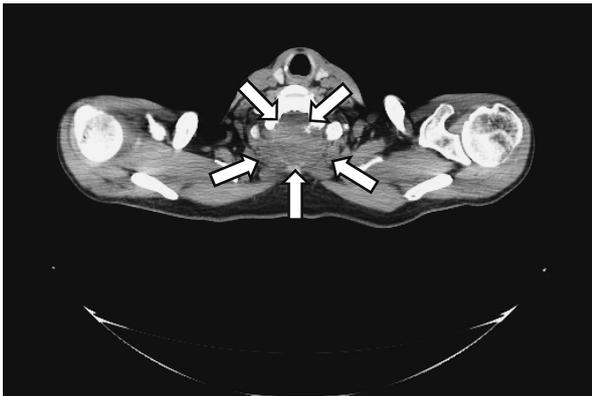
メサドン開始前の胸部 CT 画像。第 7 頸椎後方成分に溶骨性変化と骨外腫瘍を認める (矢印)。
